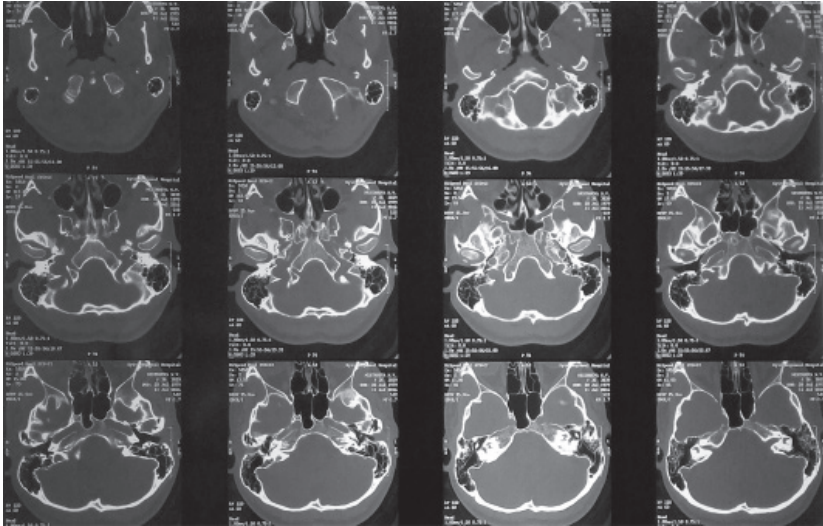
Контрольна КТ скроневих кісток від 11.07.2016 р. Спостерігається повне відновлення пневматизації комірок соскоподібного відростка.
